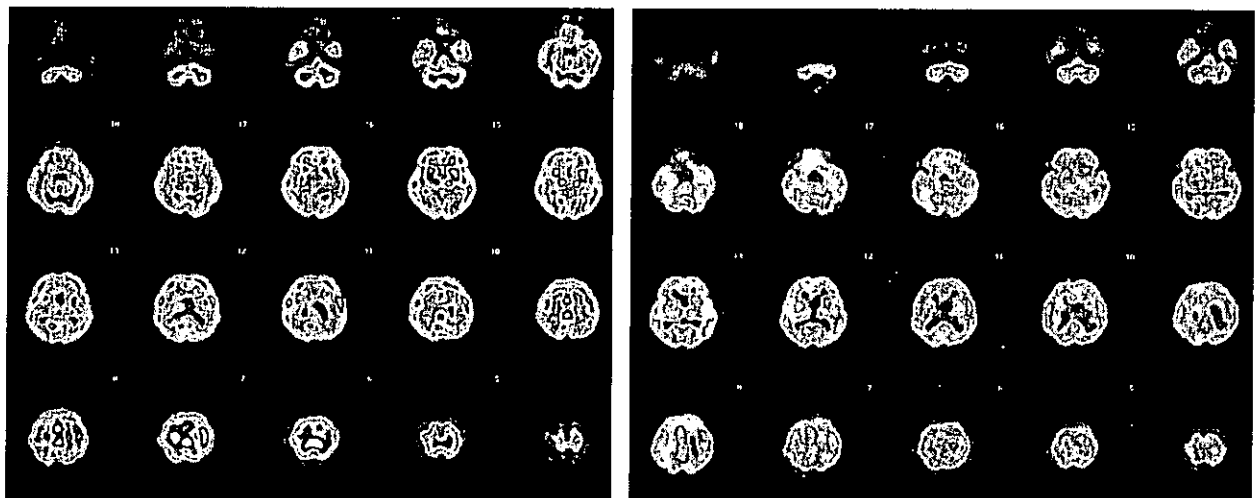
進行期に痴呆症状を呈したパーキンソン病患者の脳血流SPECT (症例3. 左: 83歳時、右: 84歳時) ; 後頭葉を含めた後部型の血流低下が見られ、それが進行している。
